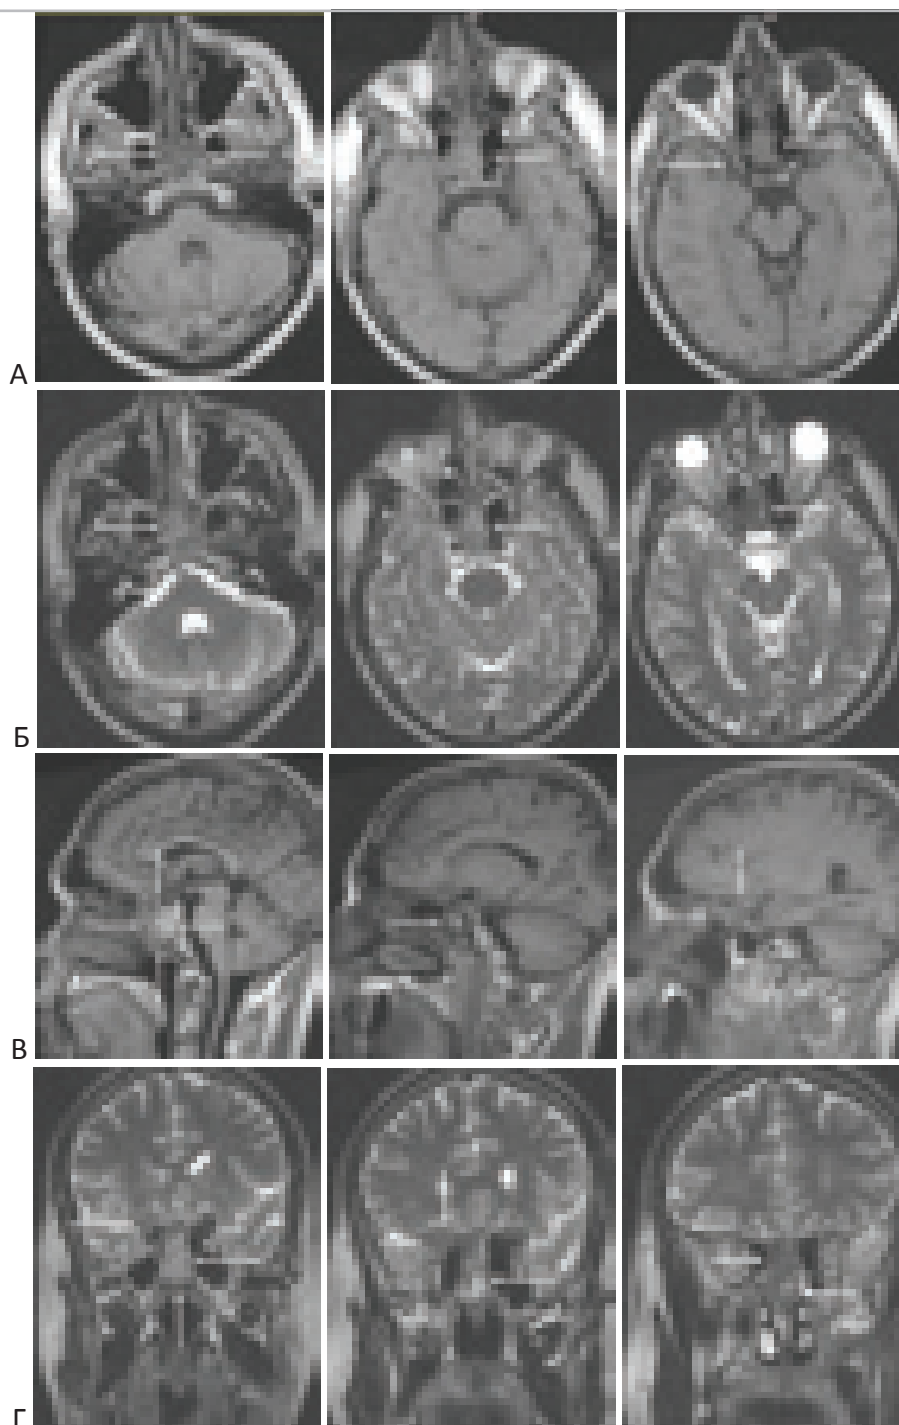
Фиброзная дисплазия тела, малого крыла клиновидной кости и решетчатой кости. МРТ больного 43 лет. “А” – T1-взвешенные изображения в аксиальной проекции. “Б” – T2 взвешенные МР-изображения в аксиальной проекции. “В” – T1-взвешенные изображения в сагиттальной проекции. “Г” – T2-взвешенные изображения во фронтальной проекции.
